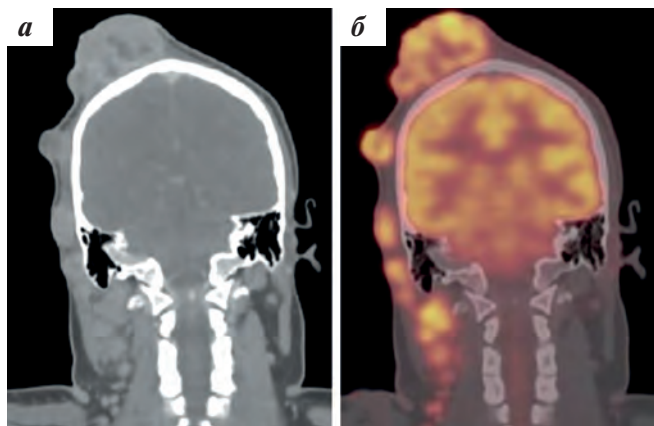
Собственные результаты ПЭТ/КТ с ^{18}F -ФДГ. МIP пациента Г., 16 лет, с диагнозом: «Неклассифицируемая карцинома волосистой части кожи головы, метастатическое поражение ЛУ шеи с 2 сторон. Стадия T4N1M0. IIIв». Результаты комбинированного лечения: а – срез КТ во фронтальной проекции; б – совмещенный срез КТ и ПЭТ во фронтальной проекции (fusion)
